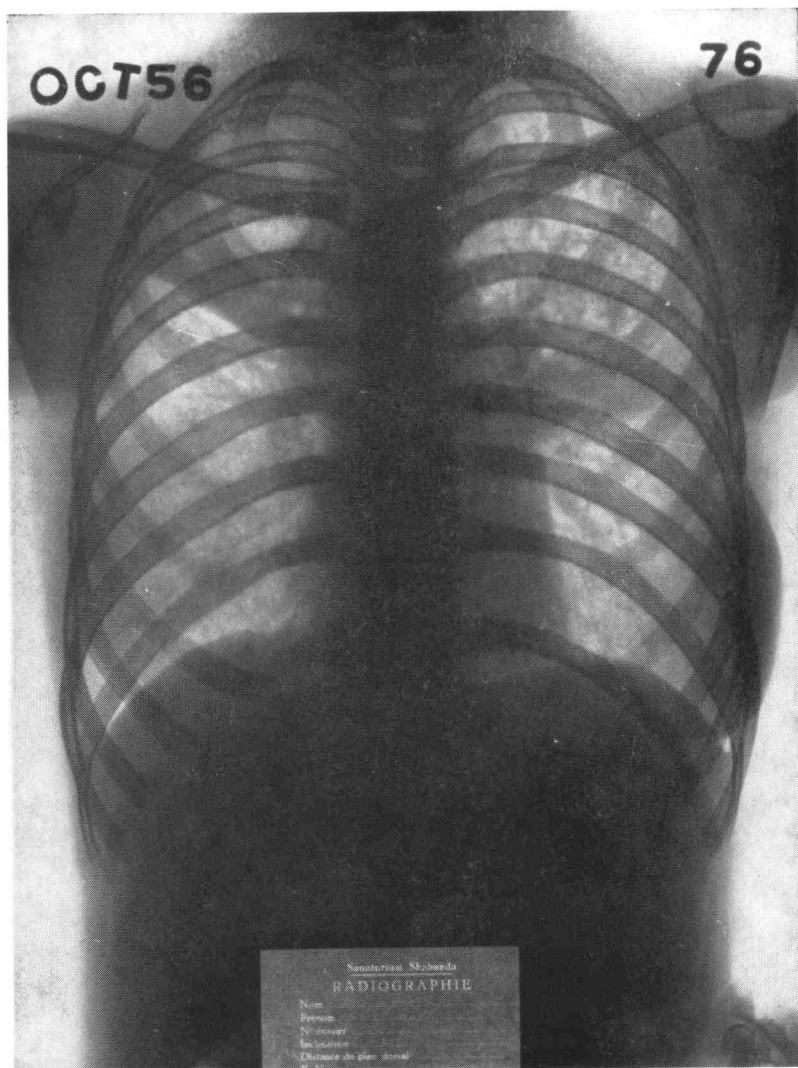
Observation n° 5. Radiographie à l'entrée : destruction presque complète du lobe supérieur droit et dissémination bilatérale.
